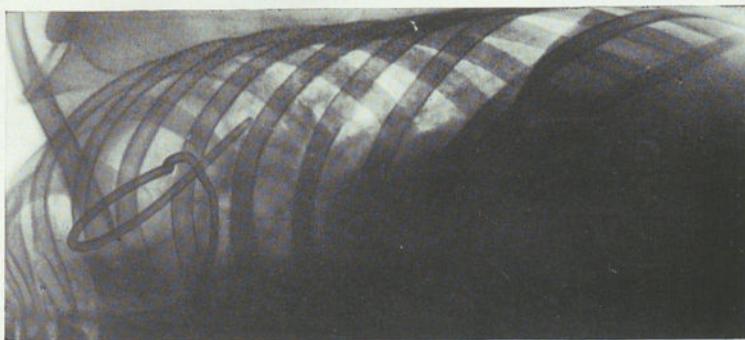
Radiografía del 12-VI-39.
